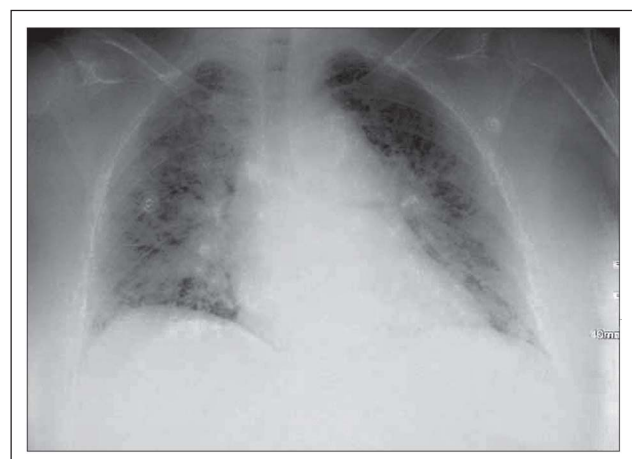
Cor/Pulmo-Röntgen bei Spitalsaufnahme
